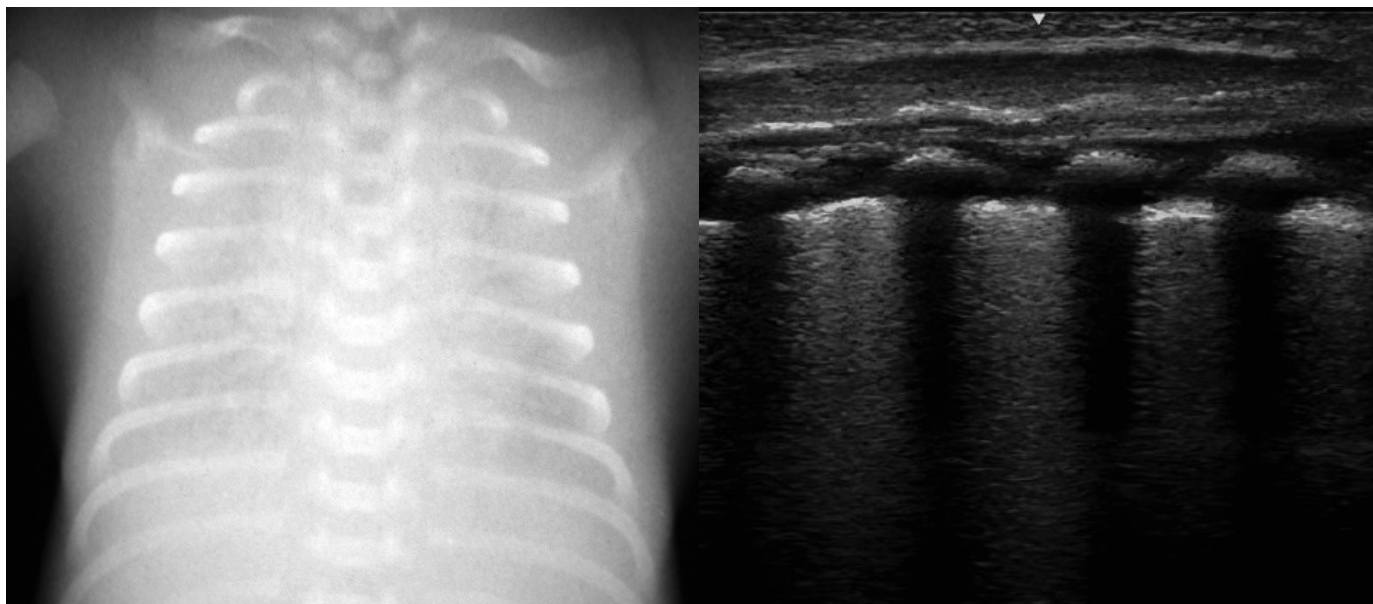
Ребенок М. с РДС IV ст. (срок гестации 26 нед.). Рентгенологически – «белая грудная клетка», УЗИ – практически полное отсутствие пневматизации легкого.
